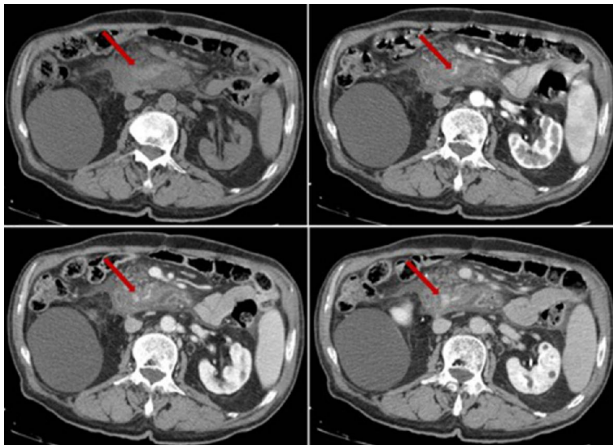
Гематоми на КТ-обстеженні (червоні стрілки): у незміщеній фазі (А), паренхіматозній фазі (В), порталній фазі (С) і в фазі затримки
